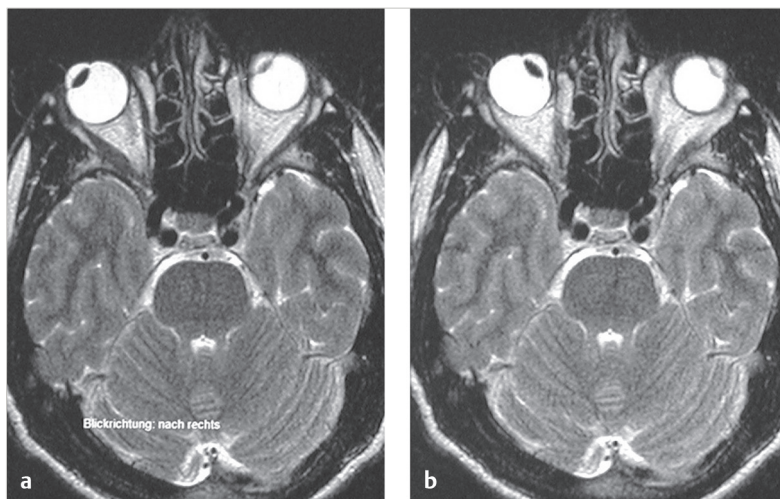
IRM : coupe horizontale des orbites d'une personne normale en bonne santé. On reconnaît le tracé courbé des muscles oculaires droits dans le regard à droite (a) et à gauche (b).
